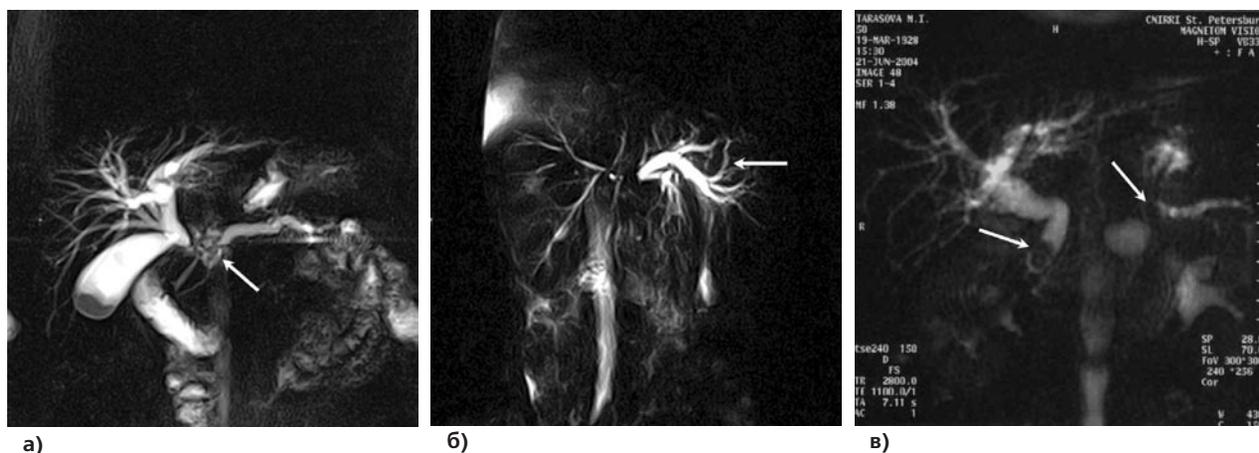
Магнитнорезонансная томография при: а) раке головки поджелудочной железы, б) холангиоцеллюлярном раке и в) холедохолитиозе и раке тела поджелудочной железы (стрелки).
